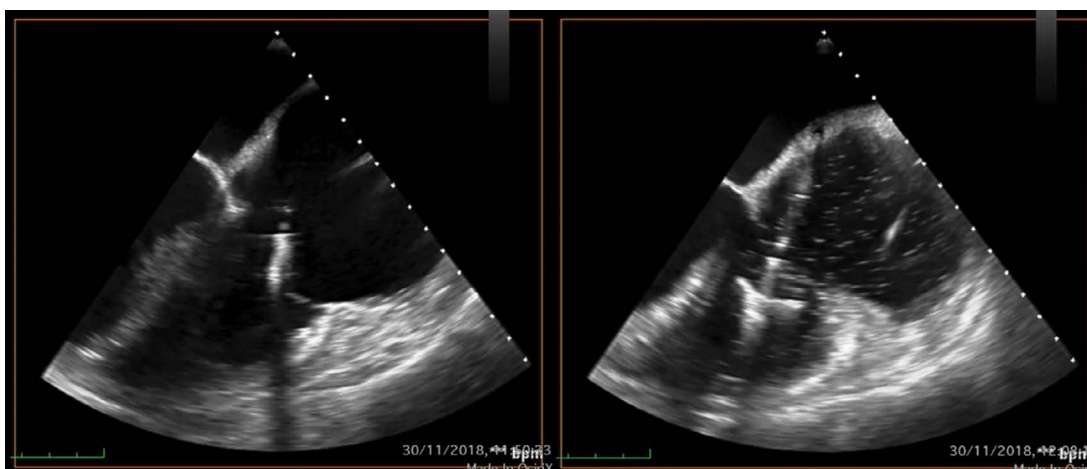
Próba uchwycenia płatków w projekcji środkowej dwuwymiarowej przezprzełykowego badania echokardiograficznego (TEE, *transesophageal echocardiography*)
